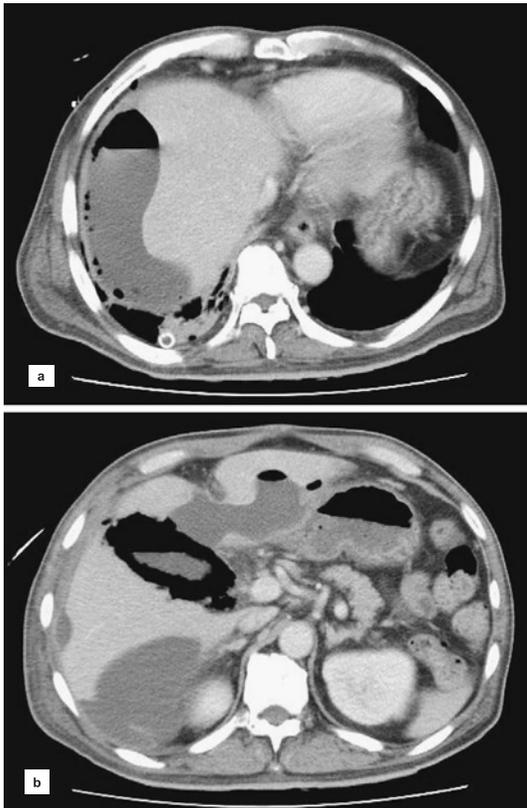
Abdominal X-ray showed abnormal gas in the right subphrenic space (a). It also showed abnormal gas in the right upper quadrant suggesting intramural and intraluminal gas of the gallbladder.
